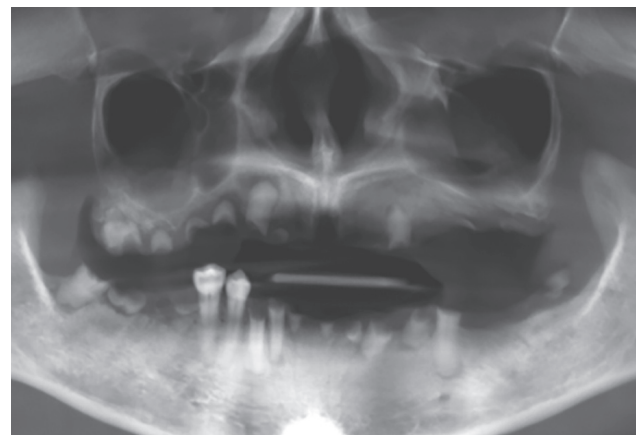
Imagen panorámica de Cone Beam.
